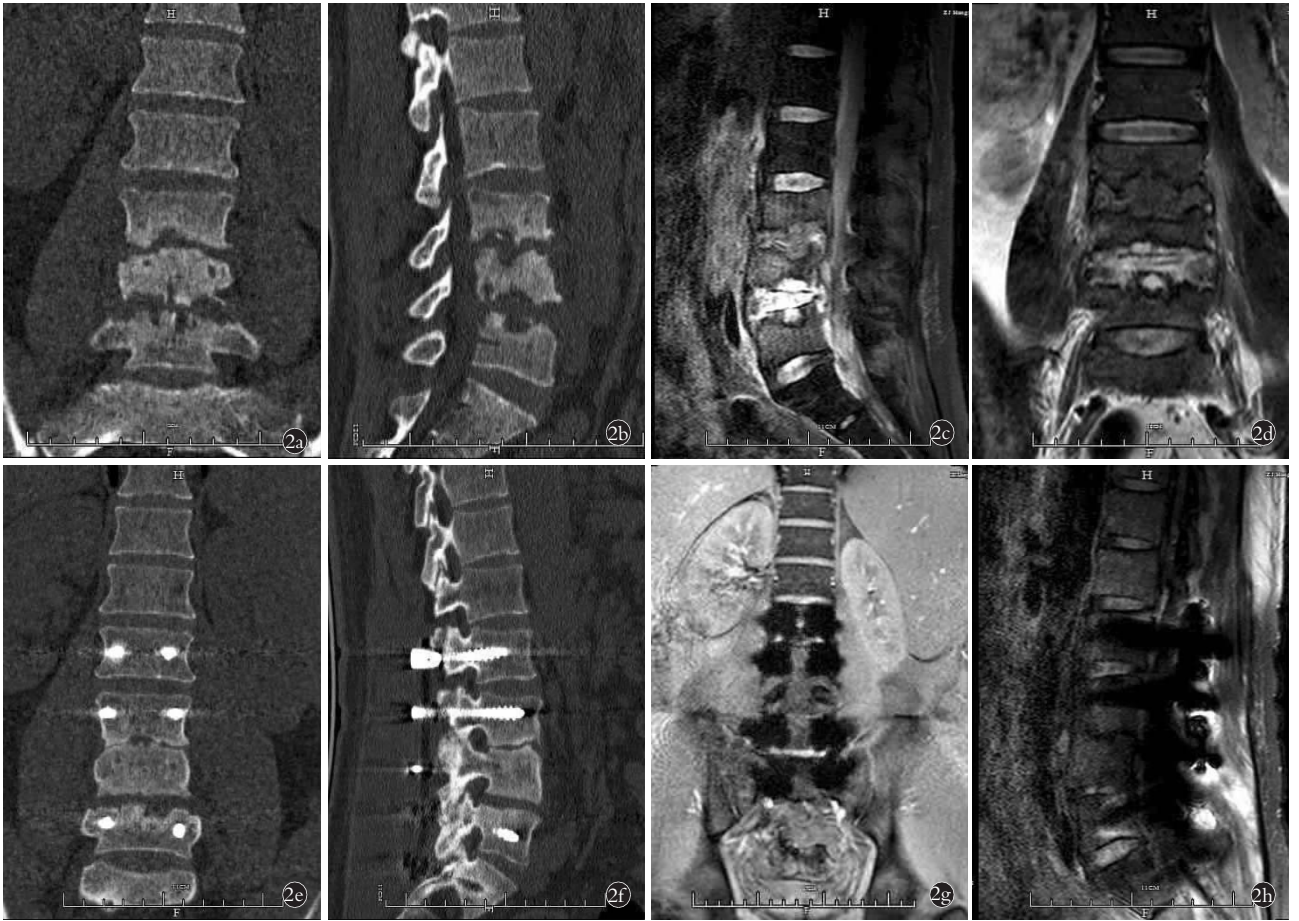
女性患者, 80 岁, L₅-S₁ 椎体结核伴脓肿形成, 病程 8 个月 2a, 2b. 术前 CT 冠状位矢状位示 L₅-S₁ 椎体破坏、骨质缺失, 骨质疏松明显 2c, 2d. 术前 MRI 示 L₅-S₁ 椎体周围及椎间隙巨大脓肿形成 2e, 2f. 术后 18 个月 CT 冠状位矢状位示 L₅-S₁ 椎体骨性重建满意, 稳定性良好 2g, 2h. 术后 18 个月 MRI 冠状位矢状位示椎旁巨大脓肿基本消失
